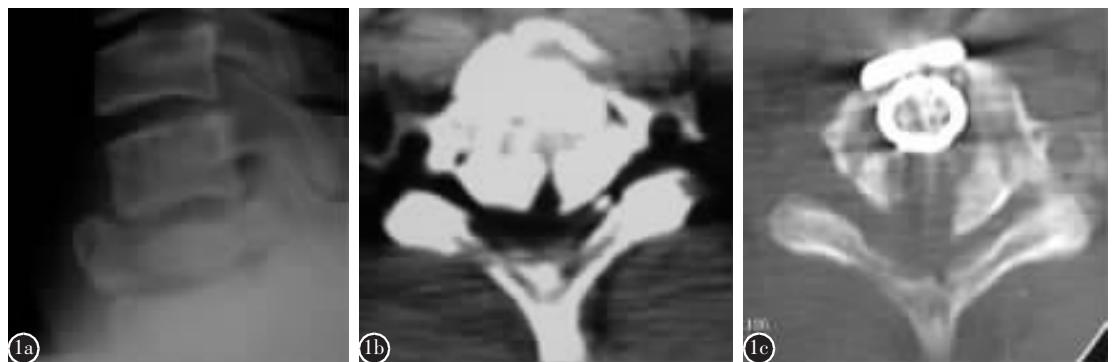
患者男性,31岁,高处坠落伤 a 术前X线片示C6椎体爆裂性骨折 b 术前CT示椎体爆裂性骨折块进入椎管 c 术后CT示前路手术未能切除椎管内的骨折片,仅做了钢板内固定
